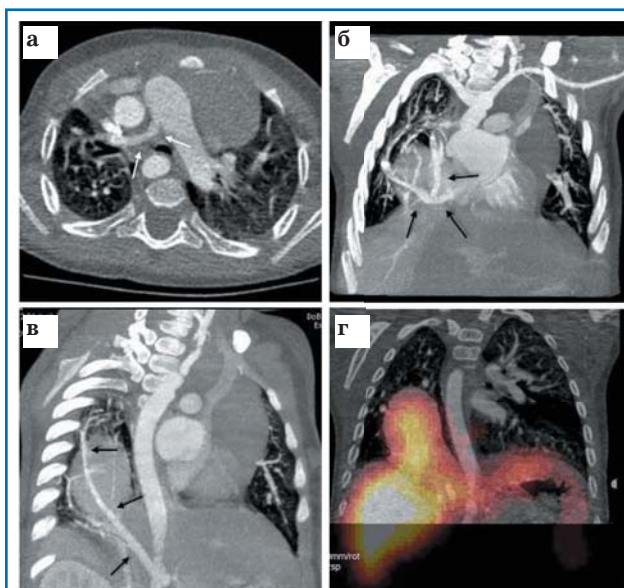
На МСКТ-изображениях стрелками указана гипоплазия правой легочной артерии (а), частичный аномальный дренаж легочных вен правого легкого в нижнюю полую вену (б), большая аорто-легочная коллатераль от чревного ствола к правому легкому (в). Гибридное изображение МСКТ/ОФЭКТ с ^{99m}Tc -технефитом демонстрирует наличие в правом гемитораксе супрадиафрагмально расположенной гетеротопической ткани печени (г).
